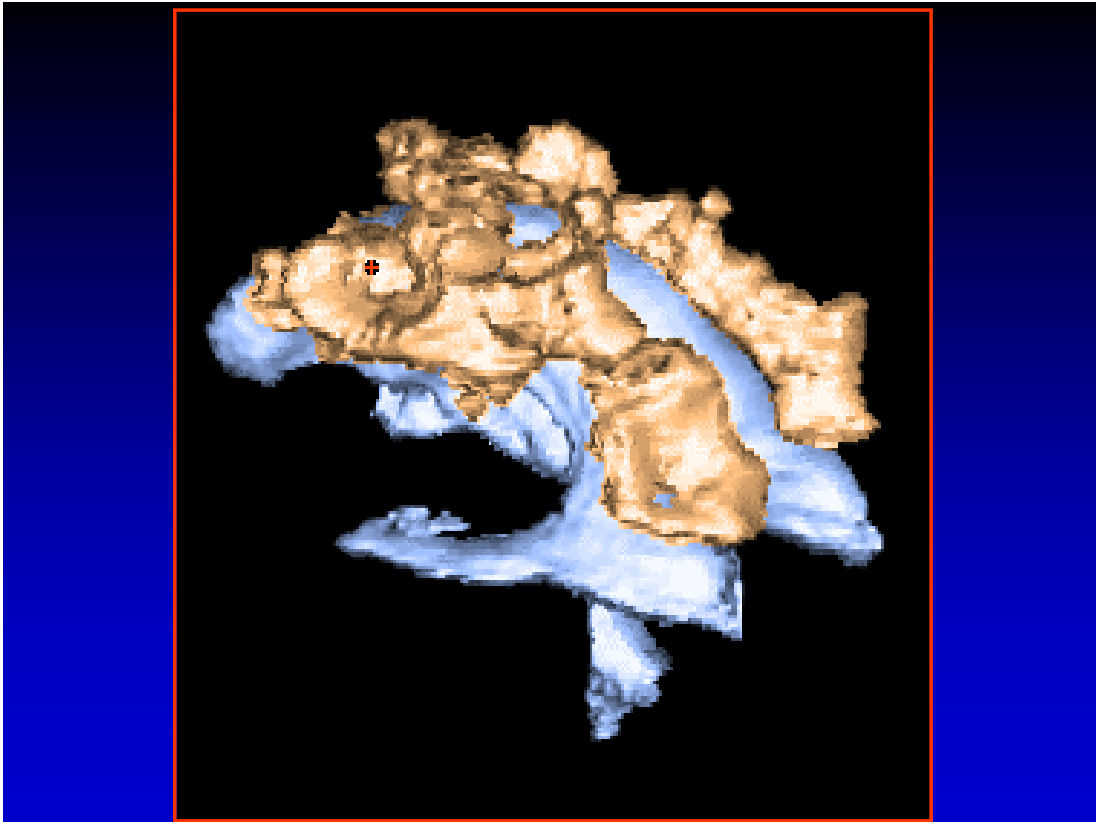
Resonancia magnética tridimensional del sistema ventricular (color azul) de un paciente con enfermedad de Binswanger, en la cual se observa una imagen irregular (color marrón) sobre toda la superficie de ambos ventrículos laterales, que corresponde a leucoaraiosis. El análisis de esta figura permite comprender la dificultad de realizar una cuantificación exacta de la leucoaraiosis.
